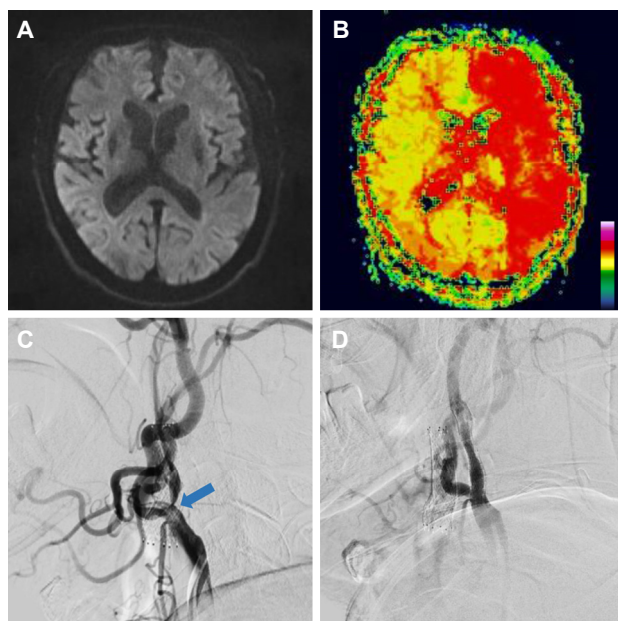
Initial brain magnetic resonance imaging (diffusion and perfusion weighted images) and conventional angiography. Although acute infarct was not found on diffusion weighted image (A), perfusion weighted image showed severely delayed time-to-peak at left middle cerebral and anterior cerebral artery territories (B). Angiography revealed severe stenosis of left proximal internal carotid artery (ICA) with faint antegrade flow (blue arrow) before carotid stenting (C). Emergent carotid stenting was performed on the left proximal ICA stenosis (D).
